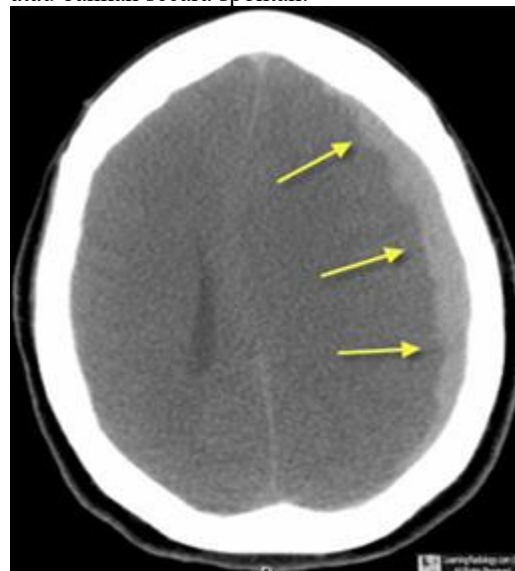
Tampilan axial CT scan, menunjukkan bentuk biconcave yang menjadi ciri khas dari perdarahan epidural
